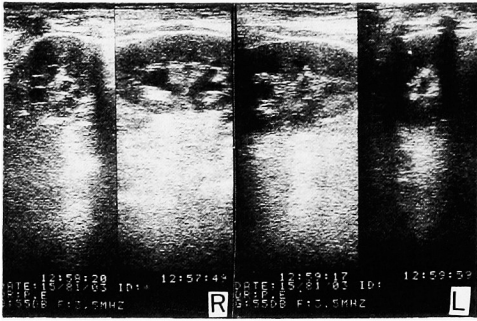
Sonography of Case 1 at admission. Horizontal and vertical section of right and left kidneys. Renal calices were dilated. R: right kidney, L:left kidney.
